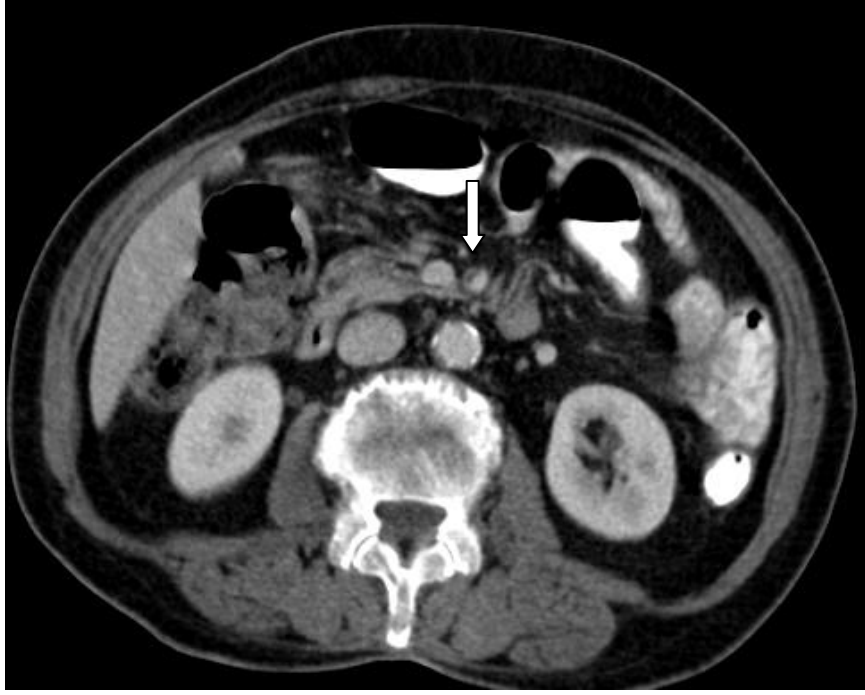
Aksiyel planda abdomen BT kesiti: Abdominal aortada kalsifik , SMA orta kesimde yumuşak plaklar .
